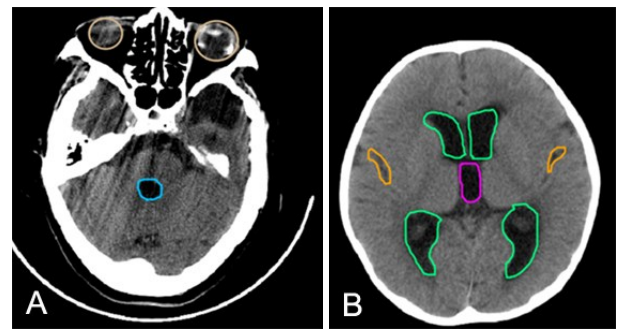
应用头部 CT 平影像扫进行特征变量的标记 不同的颜色代表不同的特征变量,主要是标注脑室系统,标注眼球用于计算影像的偏转度
